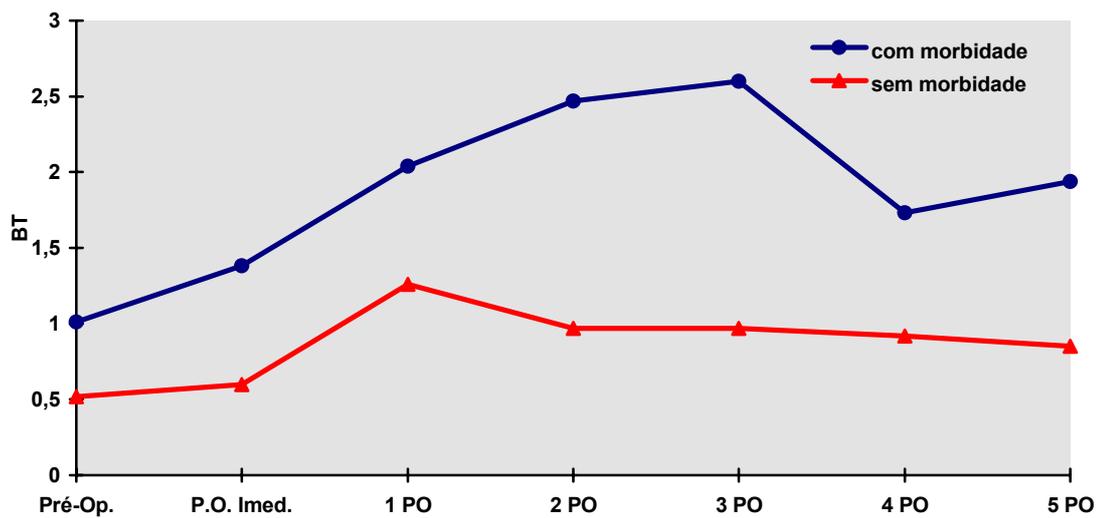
Médias de BT nos exames no pré e pós operatório, em relação à morbidade
